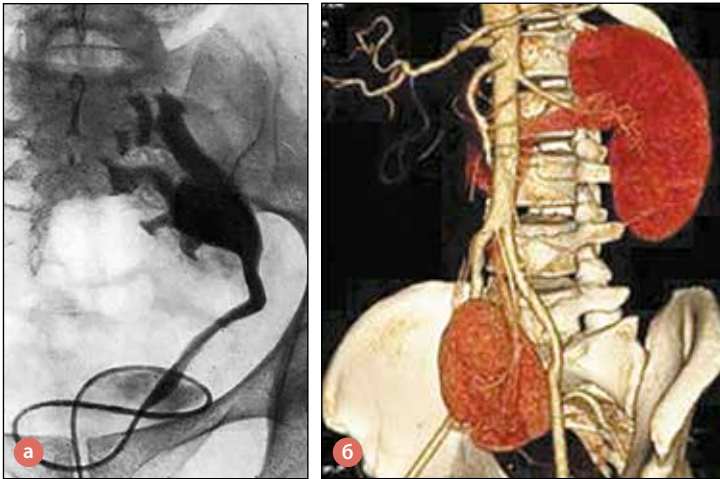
Тазова дистопія нирки: а – ретроградна уретеропієлограма; б – магнітно-резонансна томограма з 3D-моделюванням
